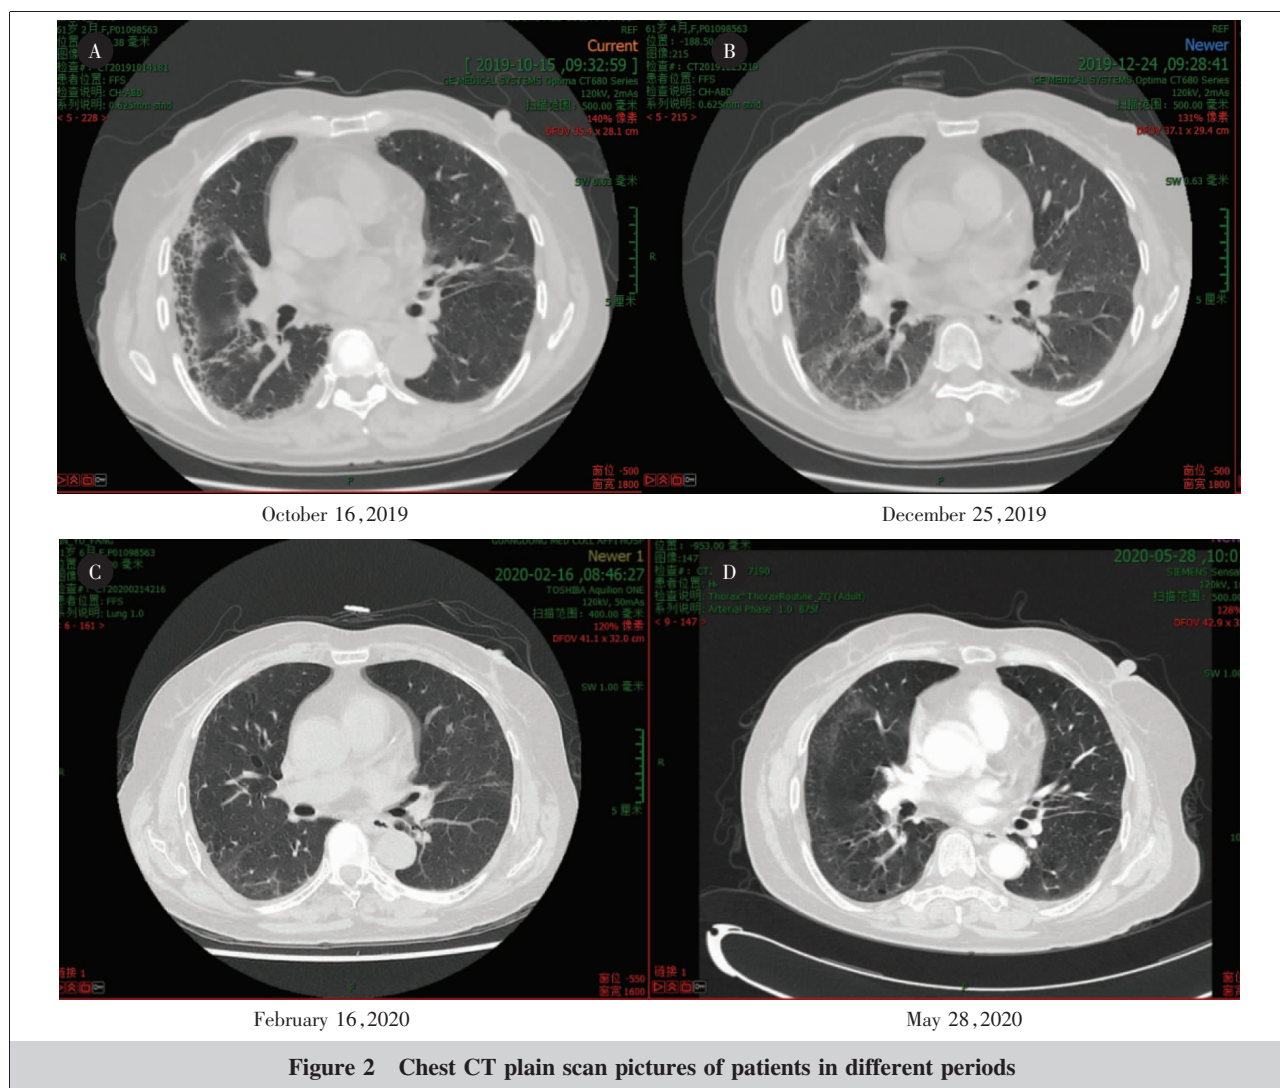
Chest CT plain scan pictures of patients in different periods
